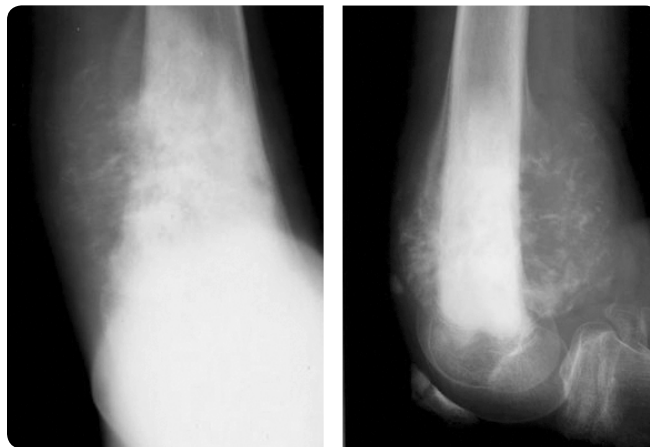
Рентгенограми дистального відділу стегнової кістки: остеосаркома
